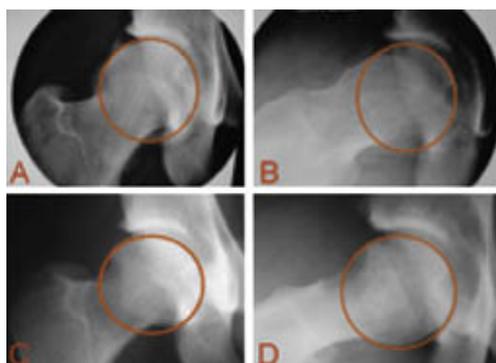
Radiografias pré-operatórias do quadril nas incidências ântero-posterior (Figura 5a) e perfil (Figura 5b) de um paciente com impacto do tipo came. As radiografias pós-operatórias na incidência ântero-posterior (Figura 5c) e perfil (Figura 5d) demonstram a restauração do offset adequado do colo femoral.
